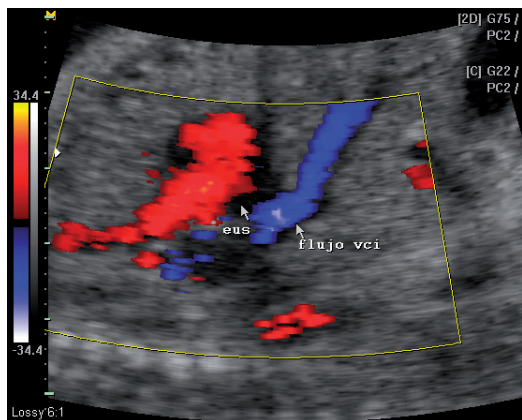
Aurícula derecha. Imagen semejante a figura 9 en Doppler color, se observa flujo en azul desde ductus venoso y cava inferior (vci) dirigido por válvula de Eustaquio (eus) hacia el septum auricular.
